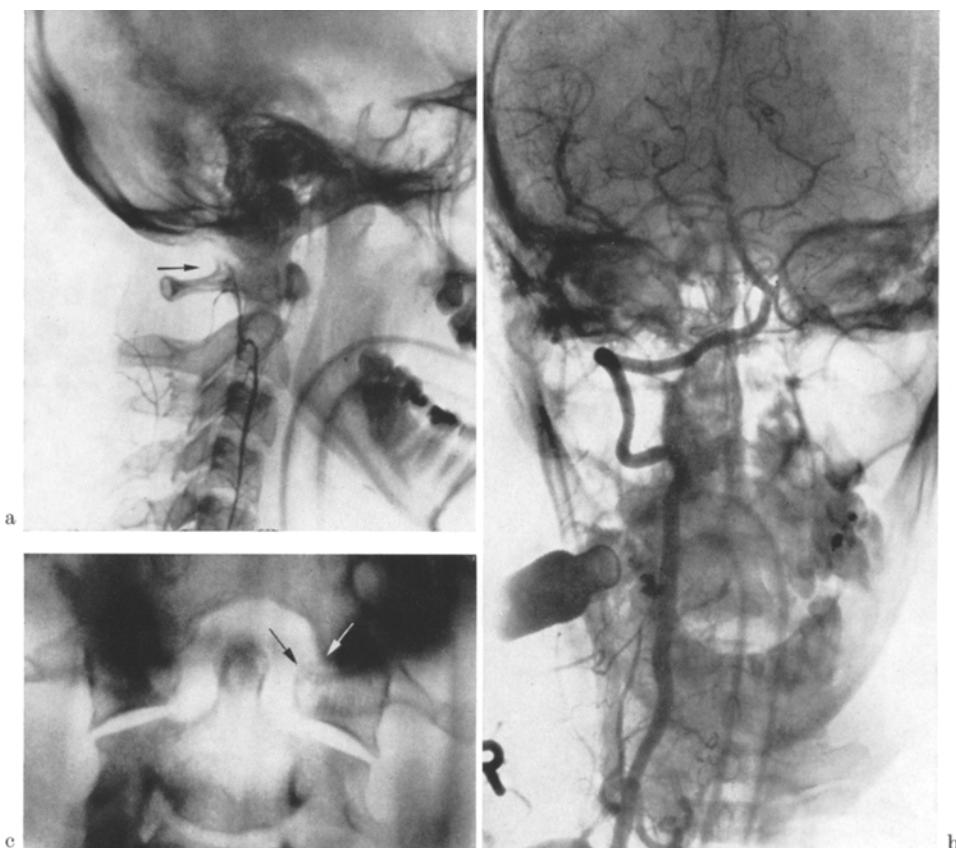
a und b. Retrogrades bds. Axillarisangiogramm. a Verschluß der li. A. vertebralis in Höhe von C 1 (Pfeil). b Normale A. vertebralis re. c Subluxation des li. Atlanto-Occipitalgelenkes (Pfeile). Röntgenschichtaufnahme der atlanto-occipitalen Übergangsregion (Fall 5)
